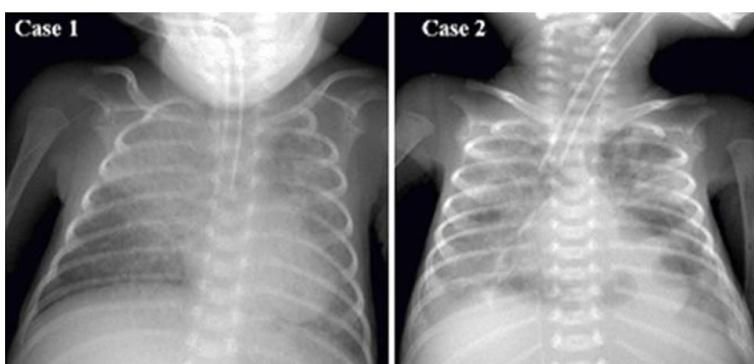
Chest X-ray findings of ventilator-associated pneumonia in two patients with respiratory distress syndrome. (Case 1) Note newly developed consolidation of the right upper lung. (Case 2) Diffuse infiltration and multiple pneumatoceles are present in the both lung fields.
